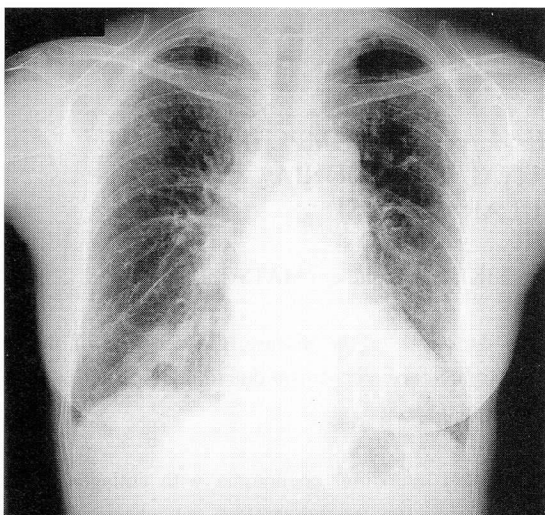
Chest radiograph on admission showing diffuse interstitial shadows in the bilateral lower fields and cavitary lesion (3 cm) with a surrounding infiltration shadow in the right lower lung field.
